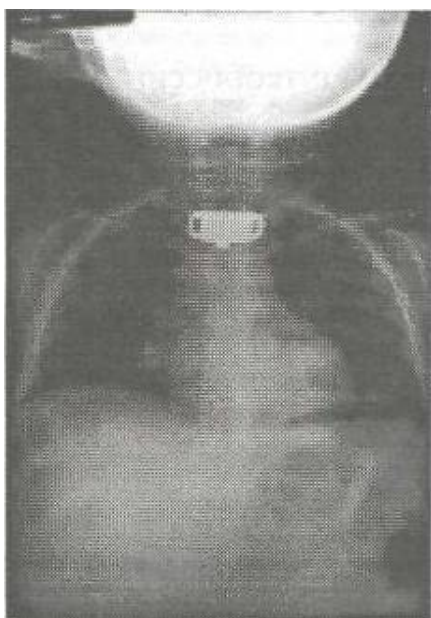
Muestra la radiografía posteroanterior de tórax en la cual se aprecian los infiltrados alveolares bilaterales, además de la calcificación de ganglios peritraqueobronquiales derechos.
